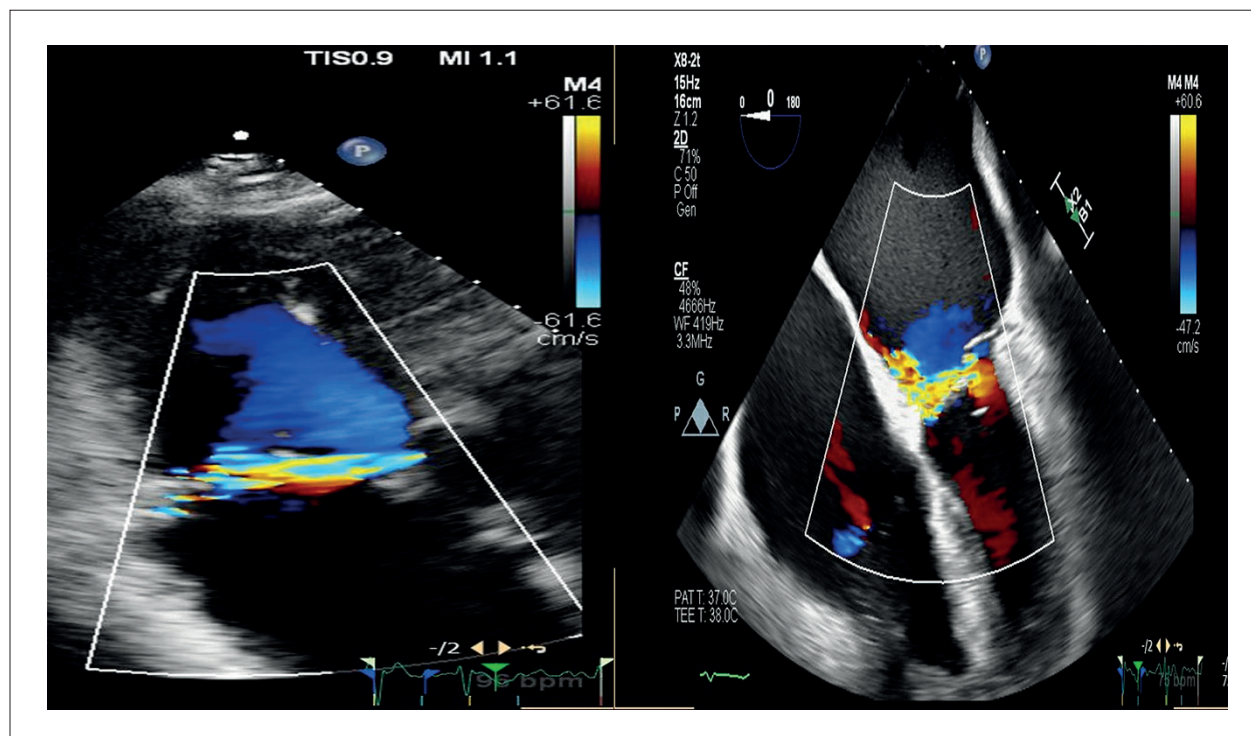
Splay na IM. À esquerda, exame transtorácico em janela apical de 3 câmaras com evidência do splay no Doppler colorido ao nível do anel mitral. À direita, exame transesofágico revela IM significativa com jato excêntrico direcionado medialmente.
